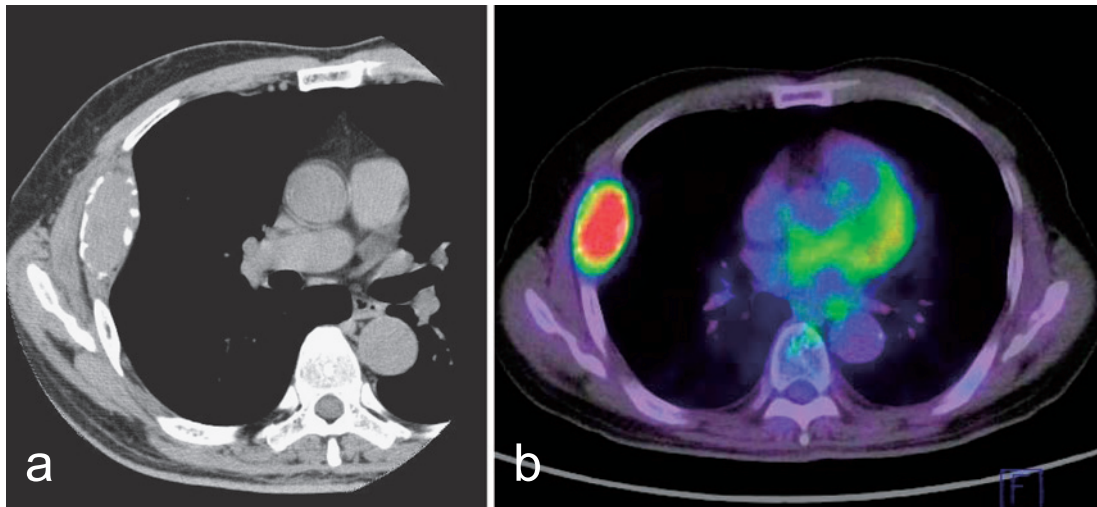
(a) Chest CT shows a 6 cm sized expansile tumor in the right 5th rib. The cortex of the rib is compressed and destroyed by the tumor. (b) On PET-CT, ^{18}F -FDG accumulation with the SUVmax of 8.16 can be seen in this tumor.
